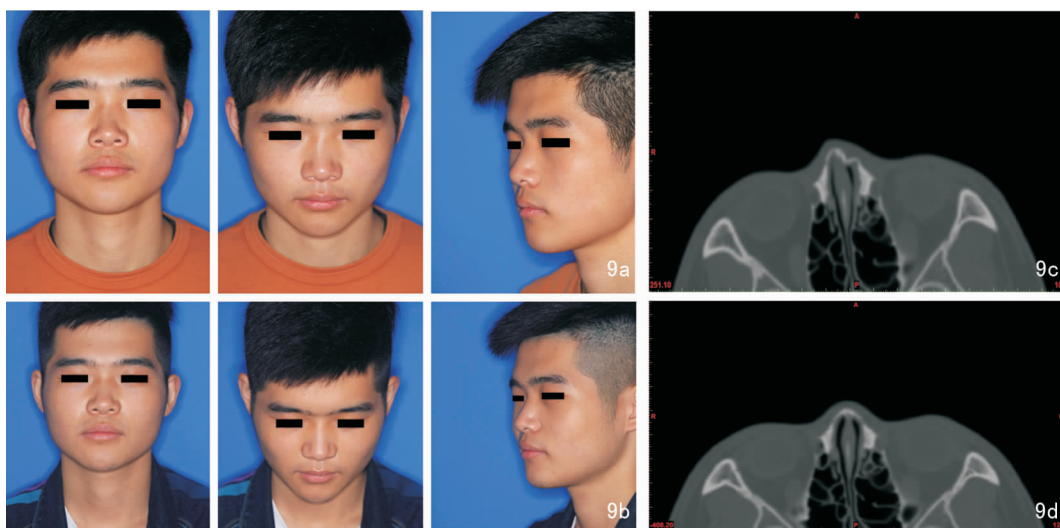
实验组37号患者 9a:术前正位、低头位、右斜位照片;9b:术后1个月,正位、低头位、右斜位照片;9c:术前颌面部CT,左侧鼻骨骨折;9d:术后1个月复查颌面部CT,术后疗效“极好”
